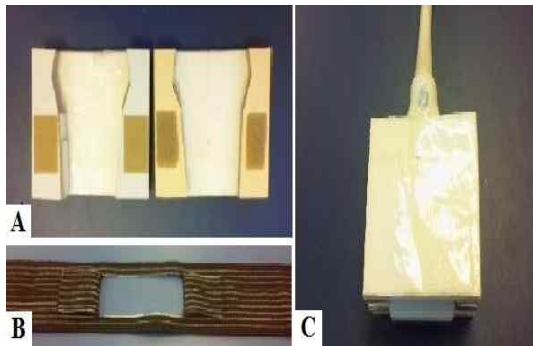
초음파 탐촉자 고정 장치(A: 탐촉자 양쪽 외부, B: H 모양 구멍의 허리벨트, C: 외부로 돌출된 고정용 탐촉자).
